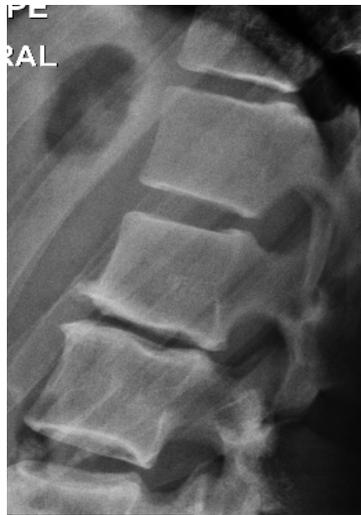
Radiografías laterales de segmentos cervical, dorsal y lumbar con artrosis segmentaria global.
